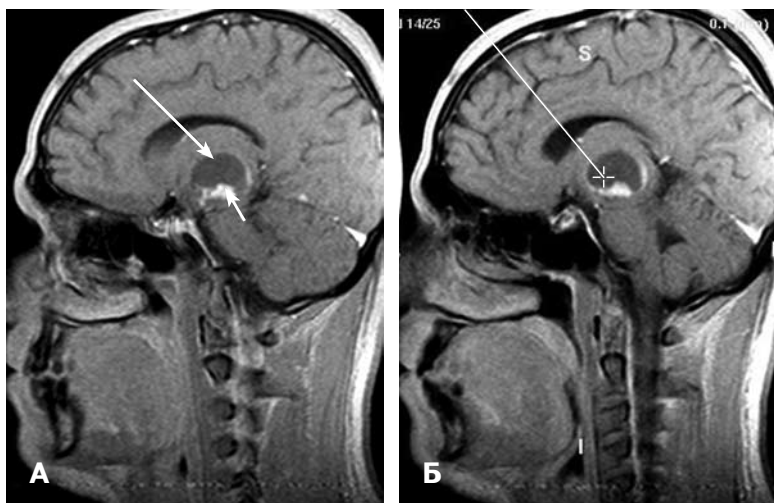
Глиома в области левого зрительного бугра и ножки мозга до ПБ. А — МРТ на Т2ВИ, киста (длинная стрелка) и солидный компонент в области ее дна (короткая стрелка); Б — траектория и мишень биопсии, построенная по данным МРТ.
